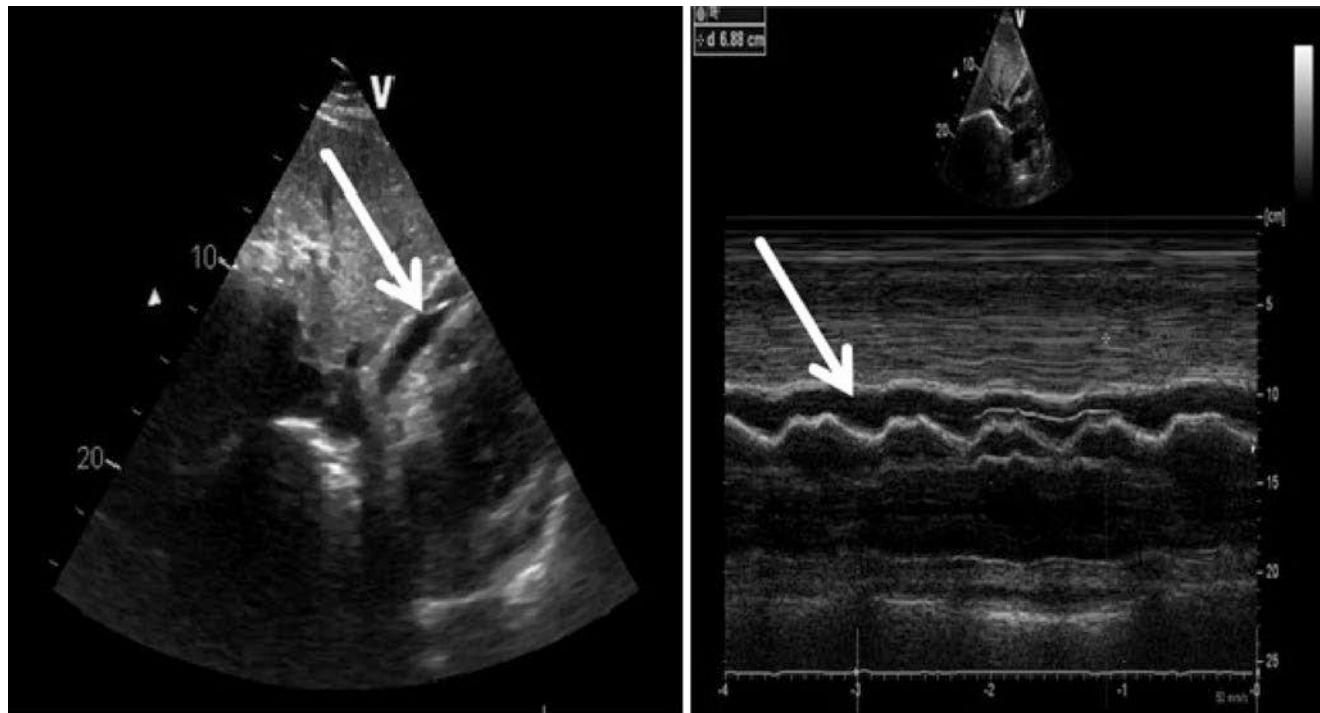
Transthorakale echokardiographische Untersuchung mit Semiquantifizierung der Ergussmenge anhand der enddiastolischen Breite des Ergusses vor dem rechten Ventrikel (Pfeile)
